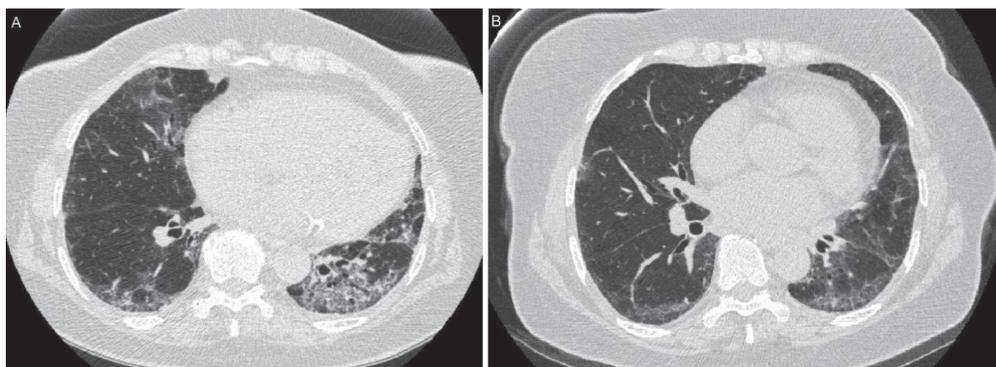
TC de alta resolución de tórax de paciente con AR. A. Imágenes bilaterales en vidrio despulido y consolidación. B. Imágenes de vidrio despulido y engrosamiento del intersticio pulmonar.
